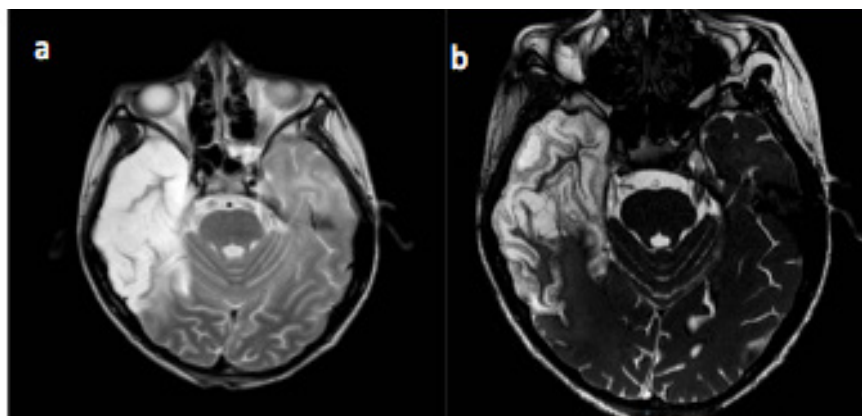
A) RMN corte axial donde se observa hiperintensidad en región temporo-parietal derecha en secuencia T2 e hiperintensidad temporal en sustancia blanca contralateral. B) RMN corte axial en secuencia de sustracción grasa con presencia de hiperintensidad temporo-parietal derecha
